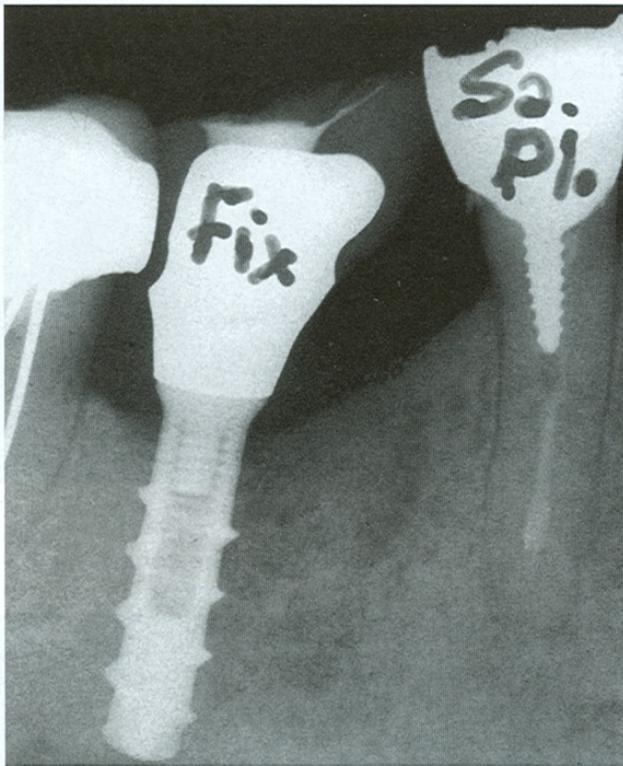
La radiografia fatta dopo la cementazione consente di apprezzare la regolarità del profilo emergente di questa soluzione protesica.
